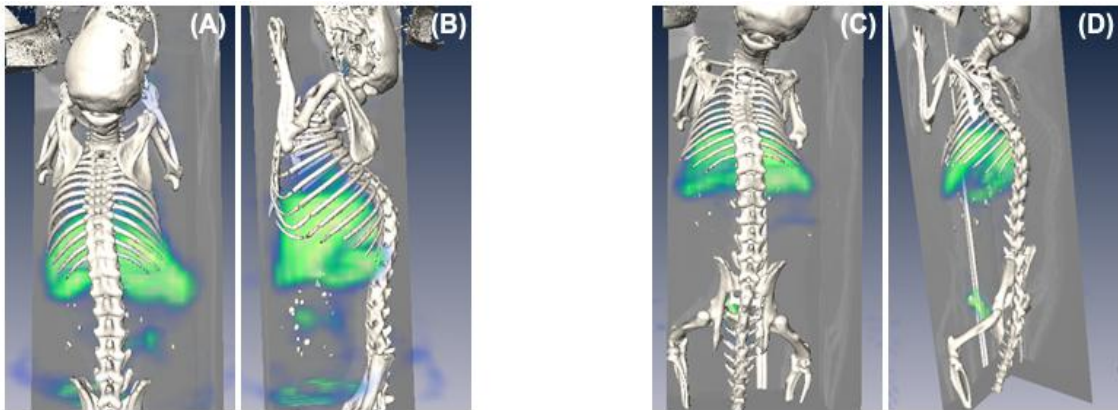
Imagens tomográficas SPECT/CT após: (A); (B) 1 hora e (C); (D) 2 horas da injeção do composto $[[^{99m}\text{Tc}]\text{O}(\text{bdtc})(\text{Hbdtc})]$
